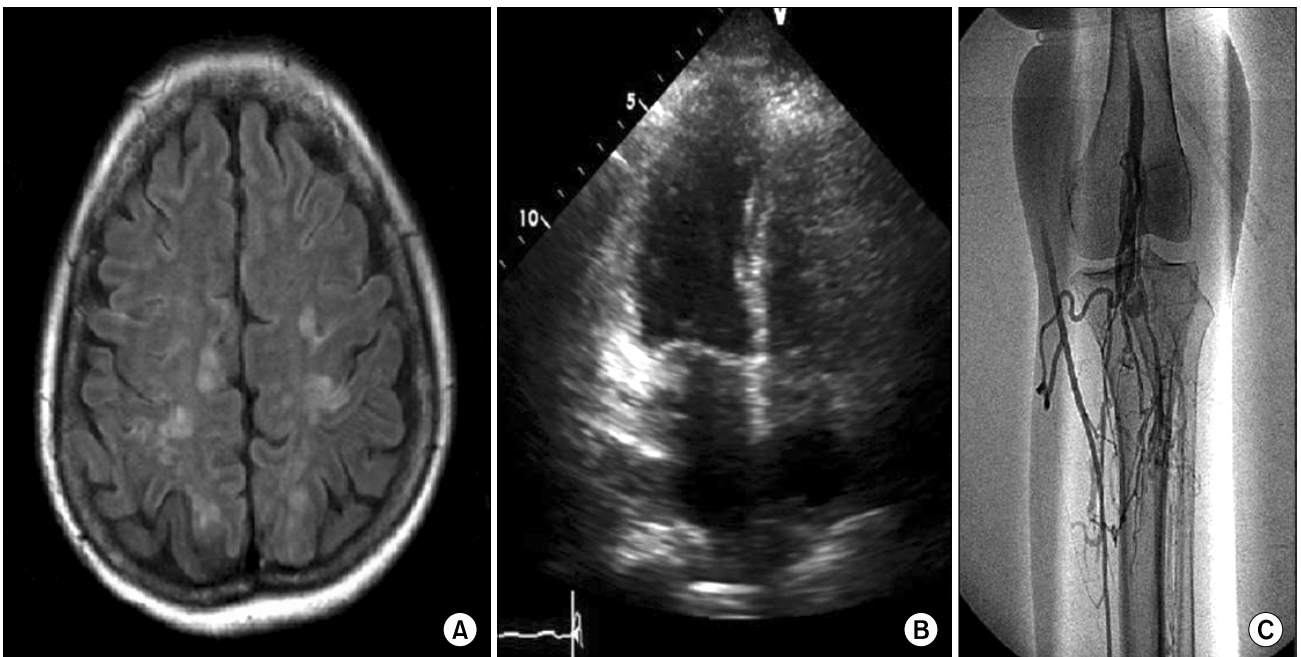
(A) Brain magnetic resonance imaging showing the multiple cerebral infarctions, (B) apical four chamber view showing normalized cardiac chambers' size, (C) deep vein thrombosis at left thioperoneal vein and left popiteal vein in venogram.
